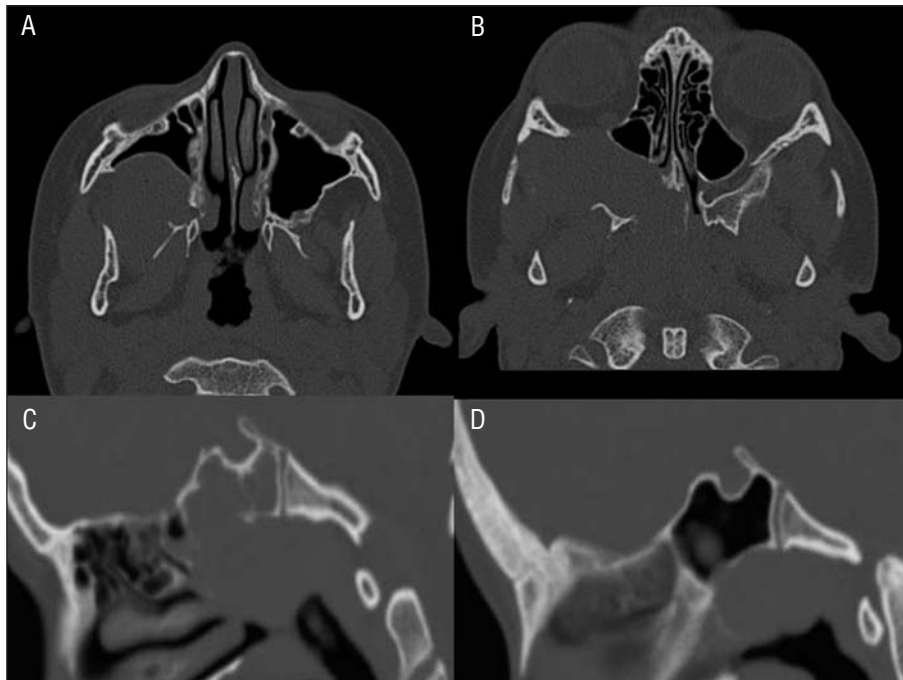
Tomografías axiales (A y B), así como sagitales (C y D) de angiofibromas de diversa extensión. Obsérvese el abombamiento de pared posterior de seno maxilar (signo de Holman-Miller) en A y B.
